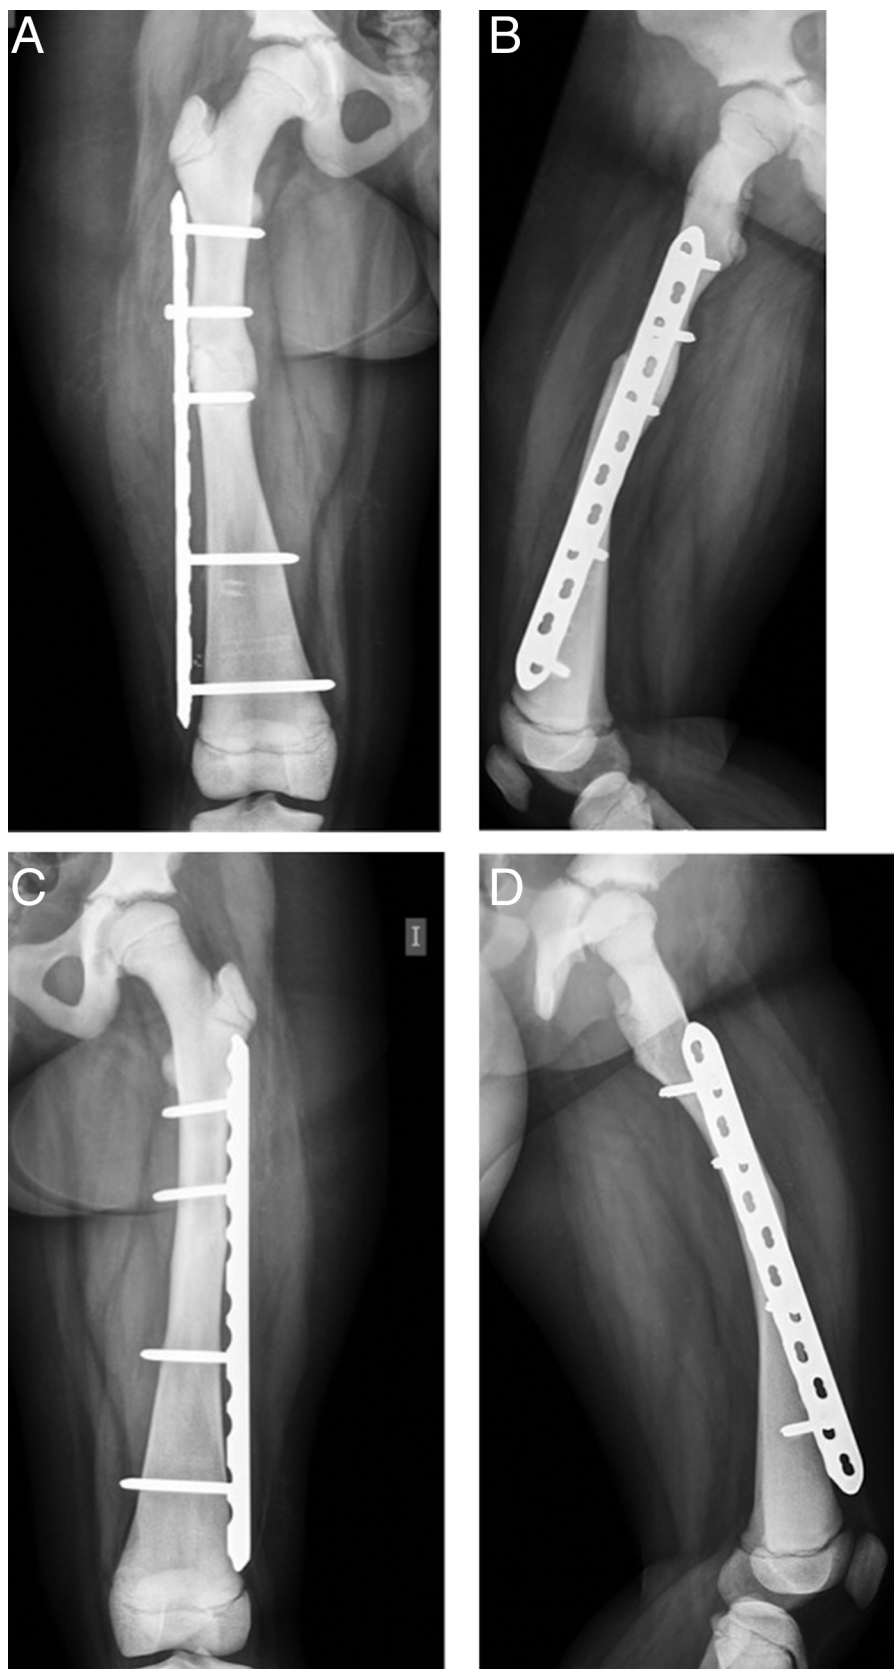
A) Radiografía anteroposterior del fémur derecho consolidado. B) Radiografía lateral del fémur derecho consolidado. C) Radiografía anteroposterior del fémur izquierdo consolidado. D) Radiografía lateral del fémur izquierdo consolidado.
